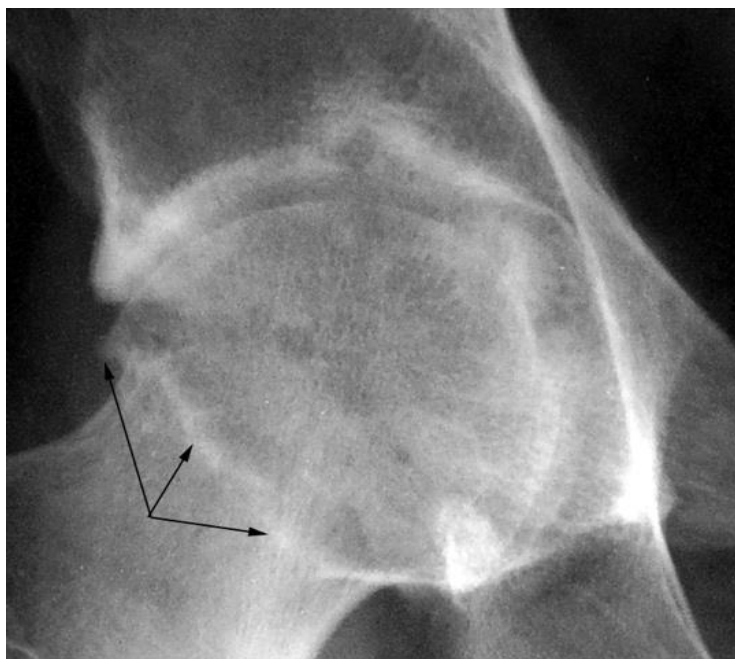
Прицельная рентгенография тазобедренного сустава
